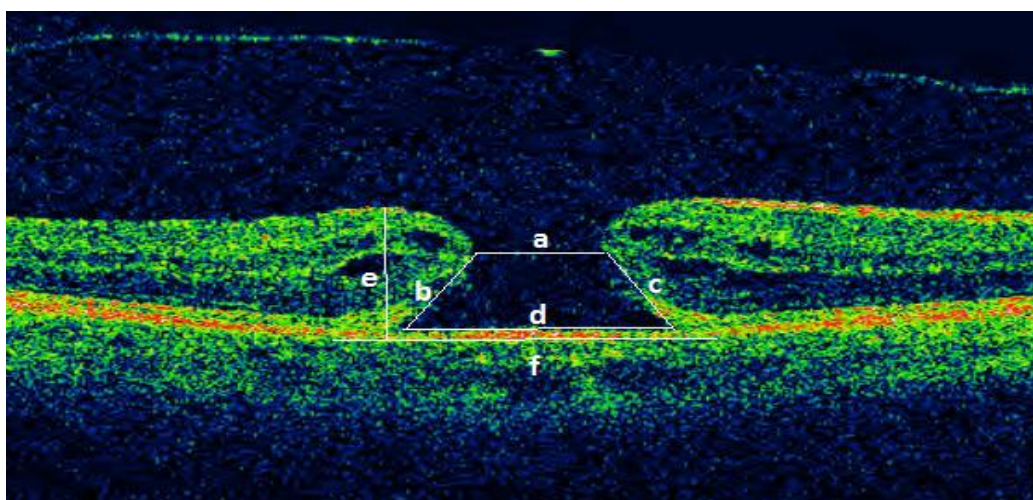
Parametrii tomografiei ai găurii maculare (Sursa: schiță proprie)
